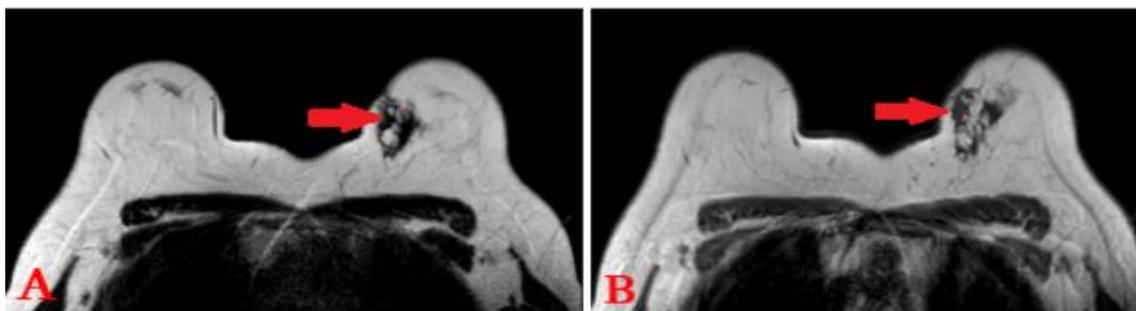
IRM mammaire en séquence pondérée en T1 et T2 (respectivement A et B);
